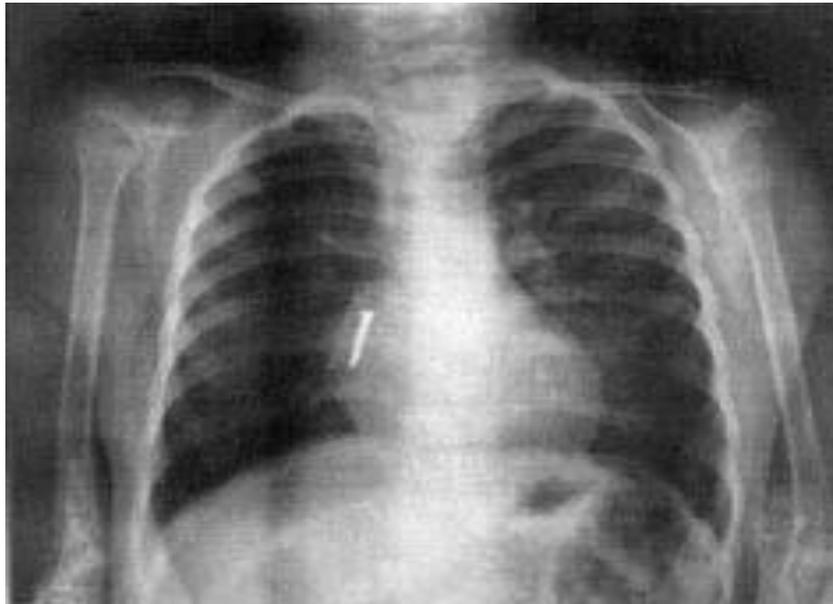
Рентгенограмма больного Х., и/б № 5127. Тень инородно тела (гвоздь) в проекции правого бронха.
